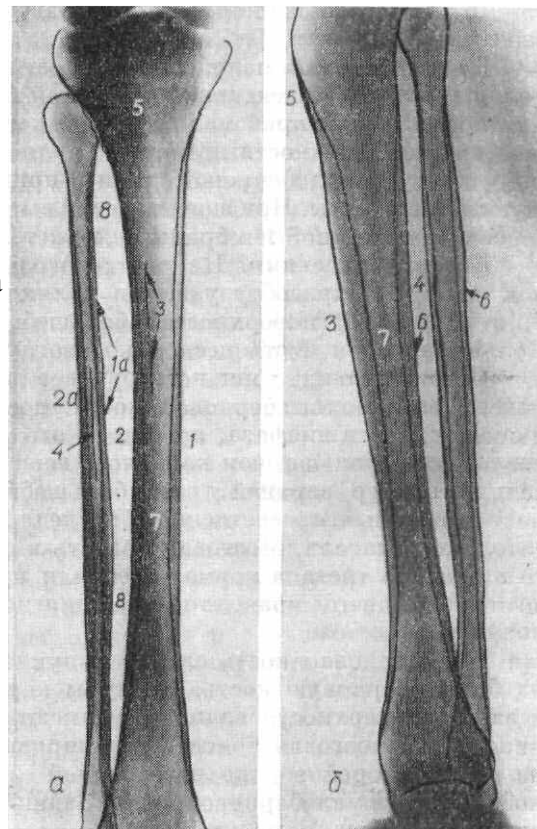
Рентгенограмма голени в прямой задней (*a*) и боковой (*б*) проекциях.
